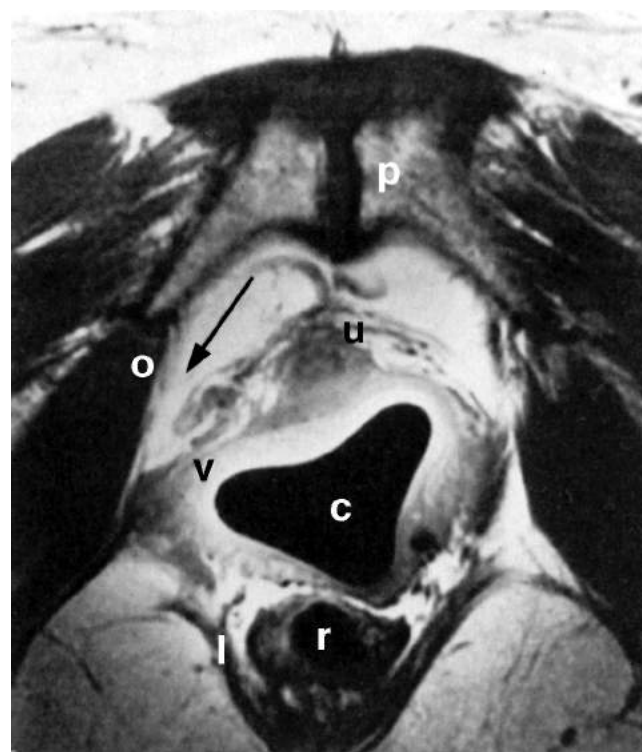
Imagen axial ponderada en T1 de una mujer de 57 años, párrafo 5, con incontinencia urinaria de esfuerzo. El desprendimiento paravaginal (*flecha*) se ve a nivel de la unión uretrovesical. *C*, Bobina endovaginal; *r*, recto; *yo*, musculatura elevadora del ano; *oh*, músculo obturador interno; *pag*, sínfisis púbica posterior; *tu*, uretra; *v*, pared vaginal anterior. (De Aronson MP, Bates SM, Jacoby AF, et al. Anatomía periuretral y paravaginal: un estudio de imágenes por resonancia magnética endovaginal. *Soy J Obstet Gynecol.* 1995;173:1702. Con permiso.)
